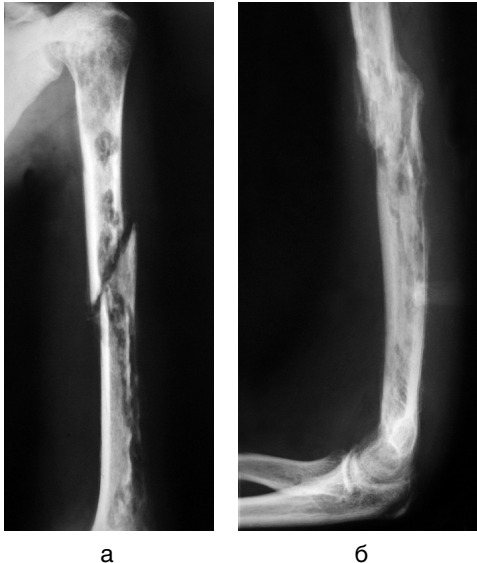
Пациент Т., 21 год. Рентгенограммы левой плечевой кости и плечевого сустава в двух проекциях. Патологический перелом средней трети диафиза левой плечевой кости на фоне острого остеомиелита в стадии разгара: а — рентгенограмма левой плечевой кости и плечевого сустава в прямой проекции; б — рентгенограмма левой плечевой кости и плечевого сустава в боковой проекции
